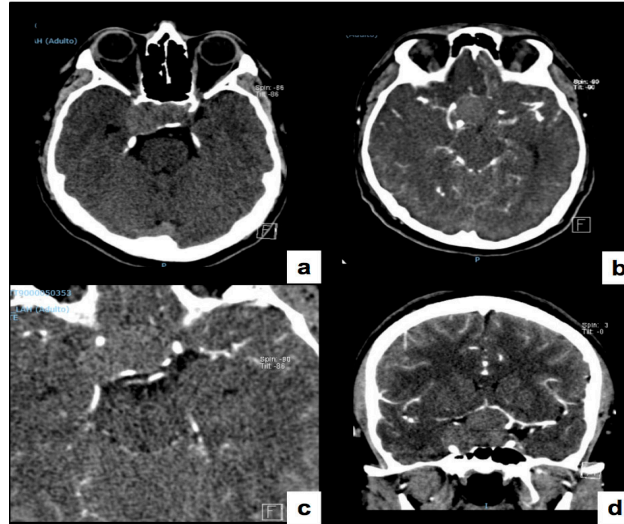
a). Tomografía simple de cráneo corte axial, mostrando lesión hiperdensa en región selar con extensión al seno cavernoso derecho. b),c). Tomografía contrastada de cráneo corte axial, mostrando lesión supraselar. d). Tomografía contrastada de cráneo corte coronal, reveló lesión supraselar con invasión al seno cavernoso derecho y desplazamiento hacia dorsal del sistema arterial.
